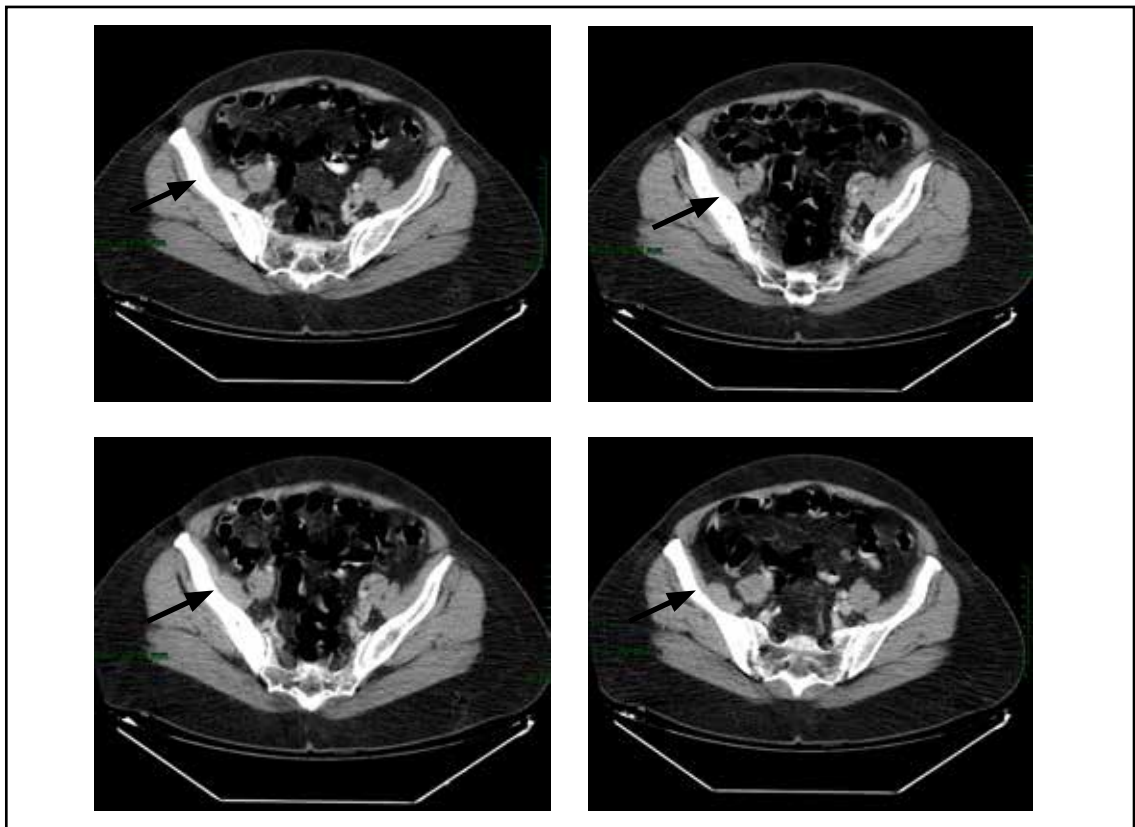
Esclerosis de hueso ilíaco derecho visualizado por tomografía computarizada. Hallazgo incidental
